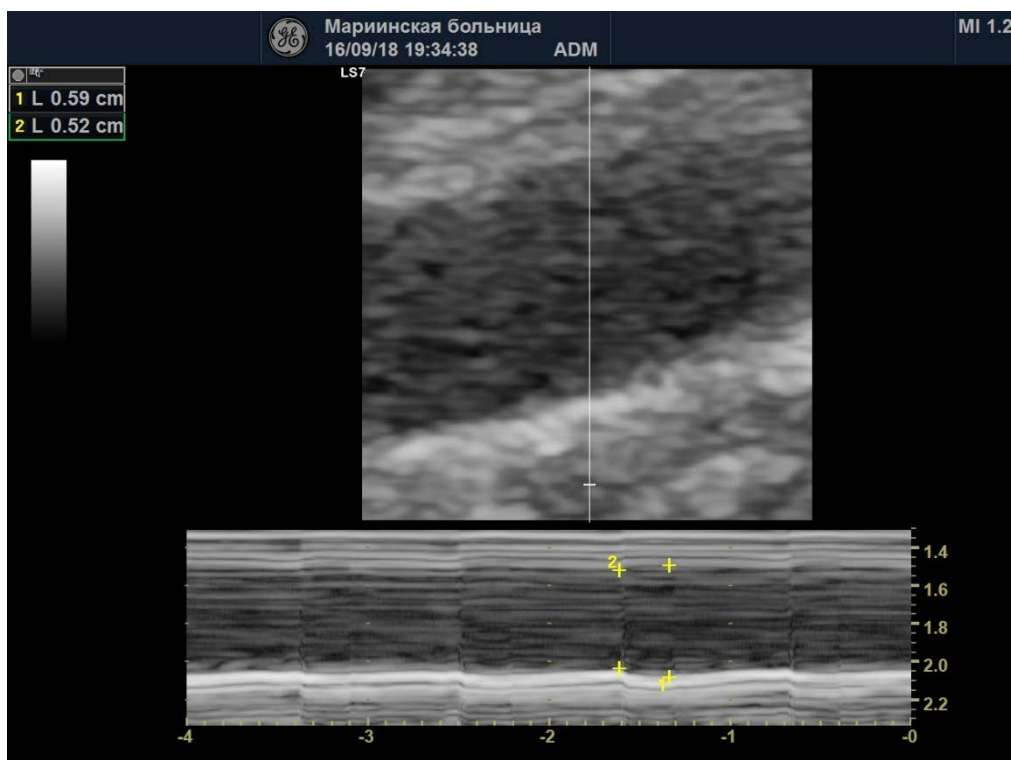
УЗИ, М-режим. Разница между диаметром ВСА (дистальнее бифуркации ОСА на 2-3 см) в систолу и диастолу 0,7 мм (и/б № 32062)
